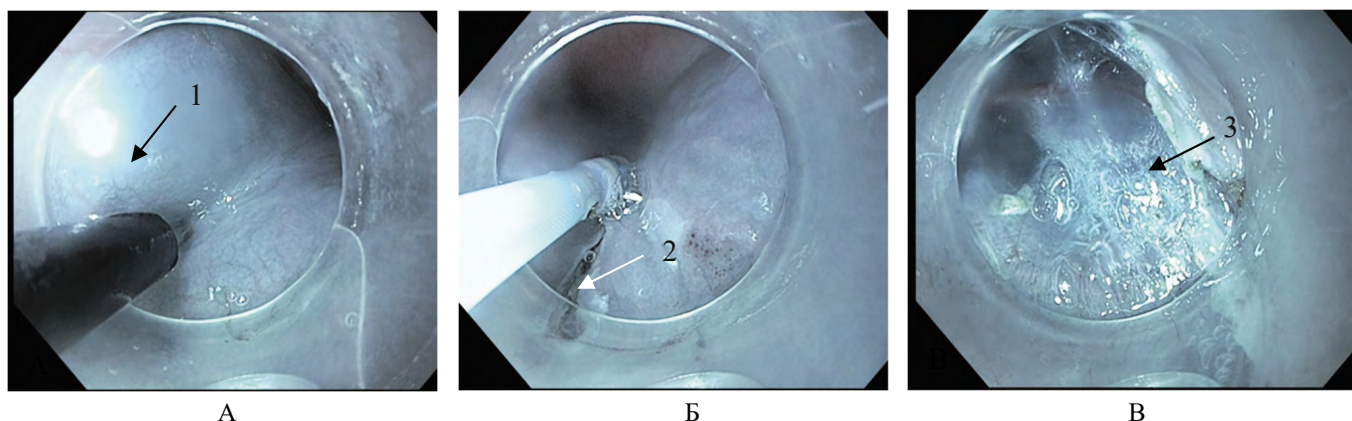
Больная Т. Интраоперационные эндофото: А — создание гидравлической подушки раствором «Гелофузин» (1); Б — выполнение иницирующего разреза (2); В — подслизистый слой пищевода (3)
